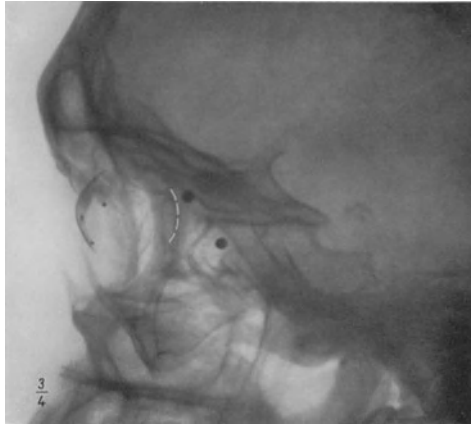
Transversale Aufnahme. 2 Schrotkugeln sichtbar. Die kleine scharf gezeichnete (plattenahne) liegt in der Orbita, die unscharfe (plattenferne) auf der äußeren Schädelwand. Röntgenprothese nach COMBERG. Die gestrichelte Linie gibt die Lage des hinteren Augenpols an.
